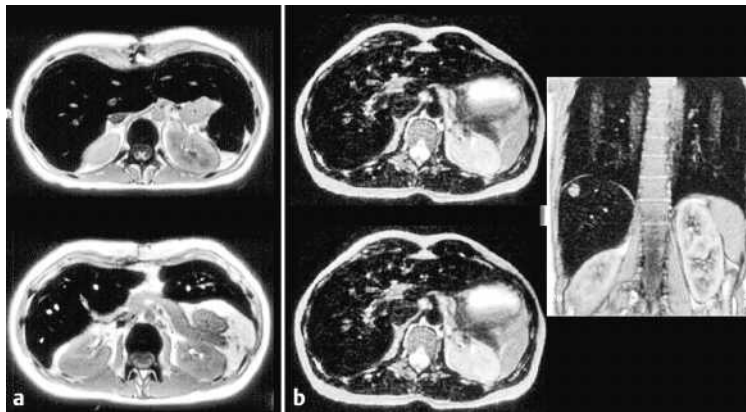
Unterschied der Hämochromatose und Hämochromatose im T2w MRT-Bild. a Bei der Hämochromatose findet man einen Signalabfall in Leber, Milz und Knochenmark. b Bei der Hämochromatose kommt es zu einem Signalabfall in Leber, Pankreas und Myokard. Die Milz ist typischerweise ausgespart und zeigt erst bei zusätzlicher Entwicklung einer Hämochromatose ebenfalls Signalveränderungen. Die fokale Leberläsion entspricht einem HCC.
